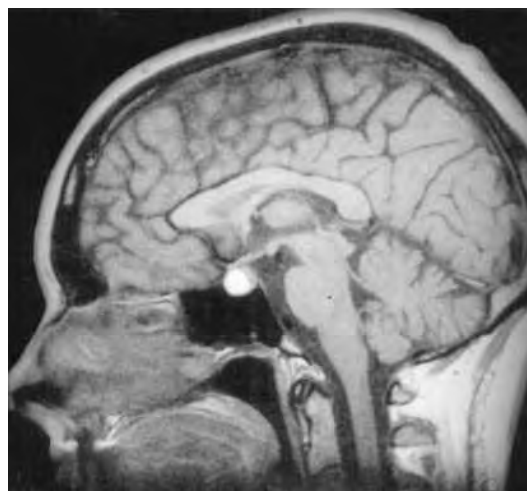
Craniopharyngiome. Aspect IRM au temps T1.
